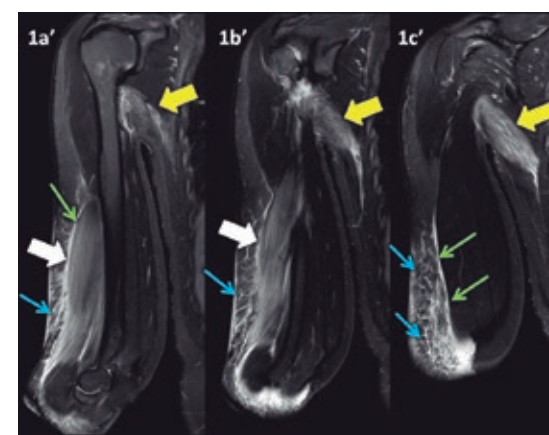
(a-c)': Imagens de RM no plano coronal da cintura escapular e braço direito na ponderação STIR de anterior (1a') para posterior (1c') mostrando edema difuso nos músculos redondo maior (setas amarelas) e braquial (setas brancas). Há também infiltração líquida no tecido subcutâneo do braço (setas azuis) e junto à fáscia do braquial (setas verdes).
